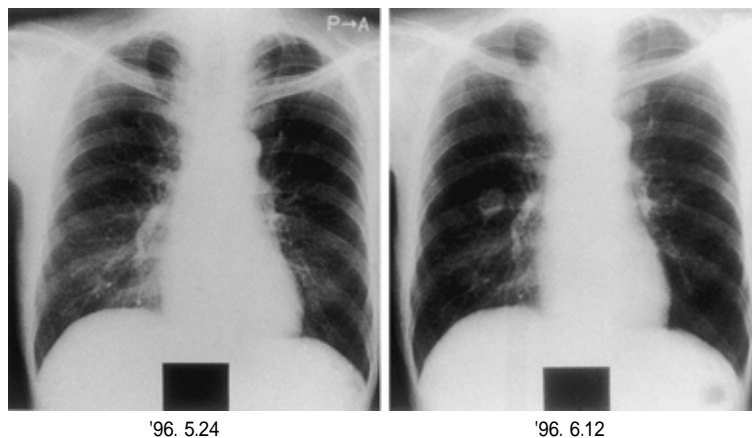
Chest X-ray film obtained on previous admission to another hospital, showing no notable abnormalities (left) Two cavitary nodules appeared in the right lung field about 3 weeks later (right)
